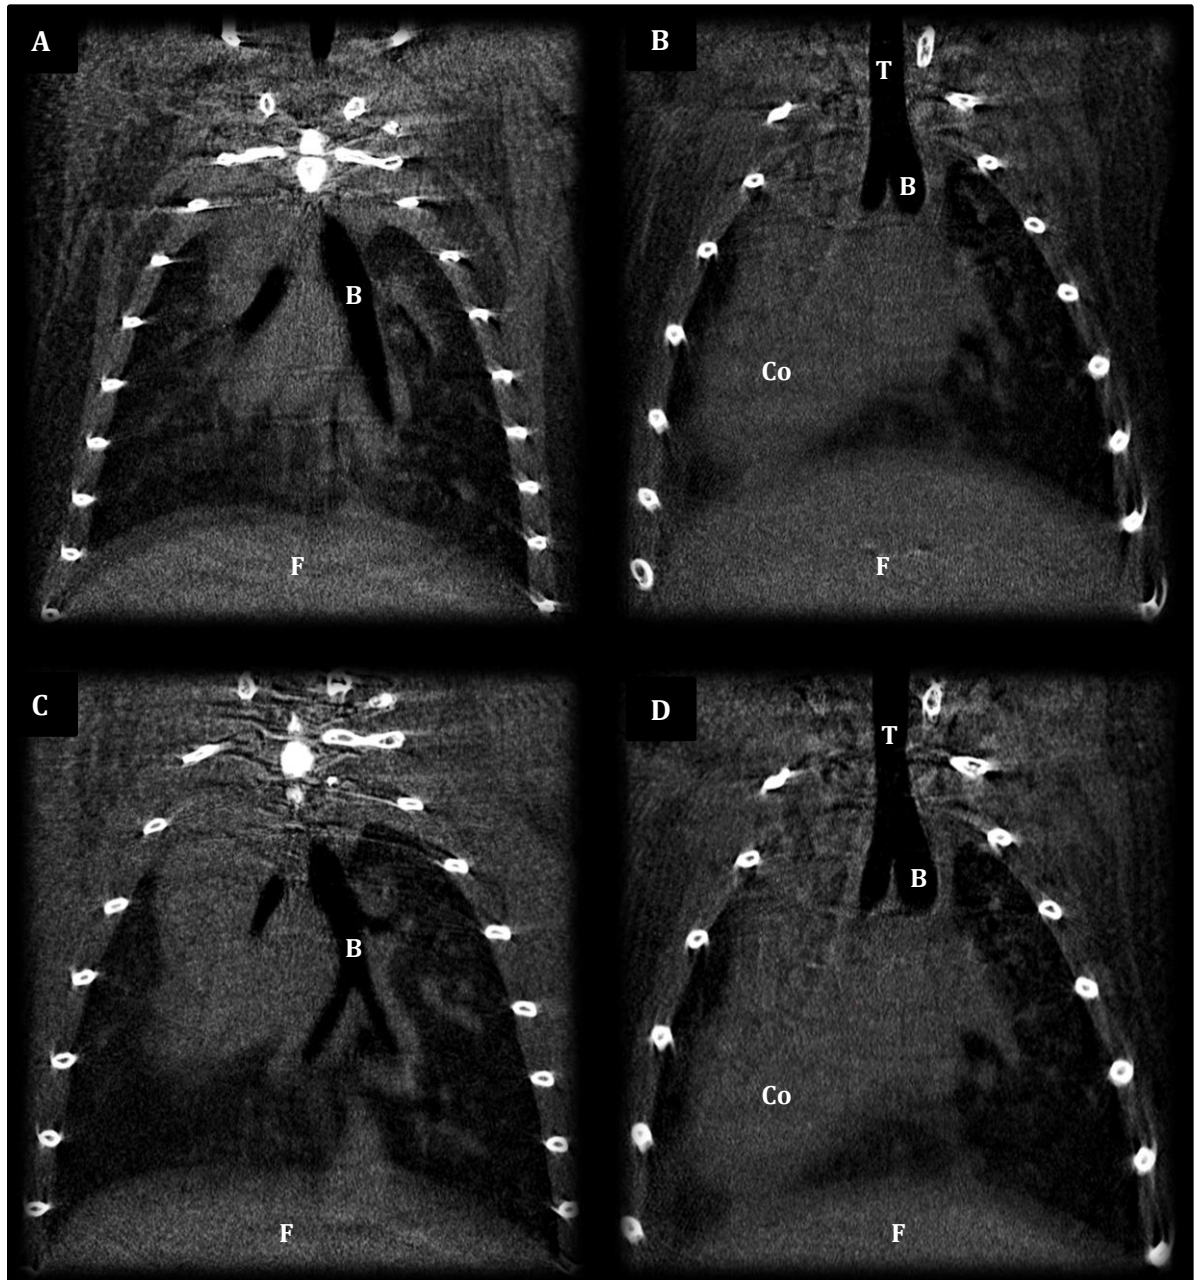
Análise em microtomografia computadorizada. As imagens mostram secções longitudinais de camundongos saudáveis (A,C) e de camundongos com fibrose pulmonar, nos quais foram inoculadas 10^6 pdCTMs marcadas com Fe-DMSA (B,D). Os animais foram analisados logo após a administração intranasal das células-tronco (A,B) e sete dias após a inoculação (C,D). B: brônquio; Co: coração ; F: fígado; T: traquéia.
